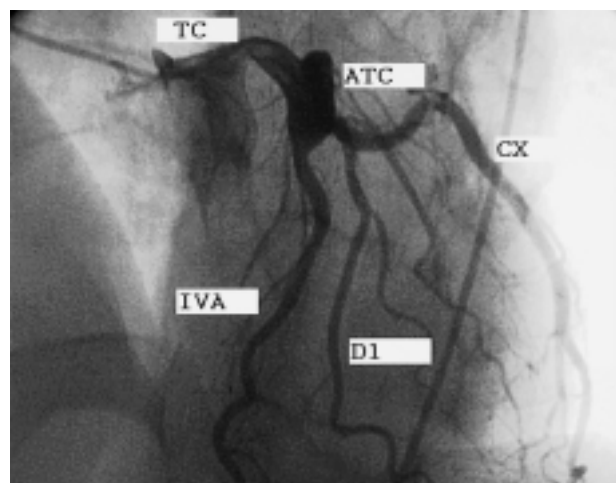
Coronarografia: evidenza di aneurisma medio-distale del tronco comune e di restanti rami angiograficamente indenni. ATC = aneurisma del tronco comune; CX = arteria circonflessa; D1 = primo diagonale; IVA = arteria interventricolare anteriore; TC = tronco comune.
